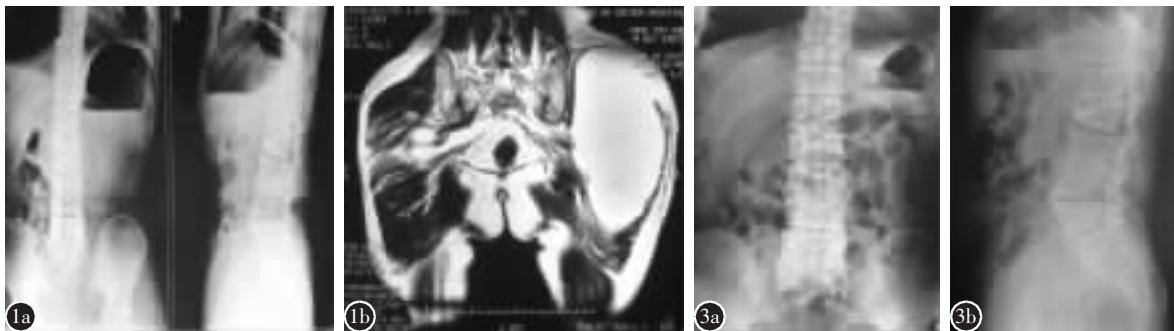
a 腰椎X线片示L2椎体楔形变,L3/4椎间融合,L5/S1椎间隙窄 b MRI示左臀部肌间巨大脓肿 图3 术后18个月腰椎正(a)、侧(b)位X线片示稳定性良好，无骨破坏，无继发后凸畸形，病灶间骨融合、钙化
